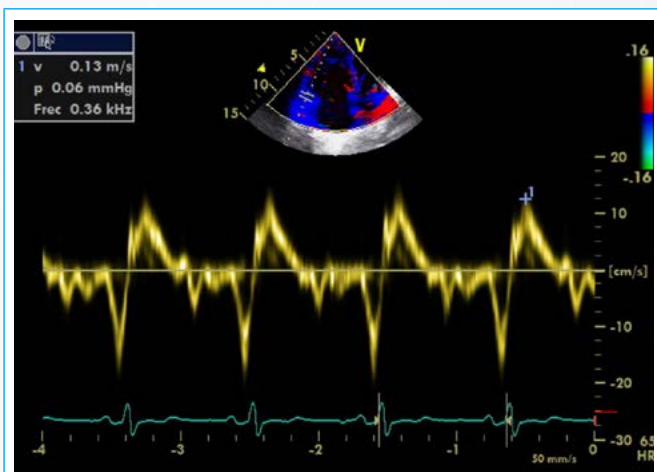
Doppler tisular a nivel del anillo tricúspideo. Velocidad de onda S' 13 cm/s, que sugiere leve deterioro del VD
